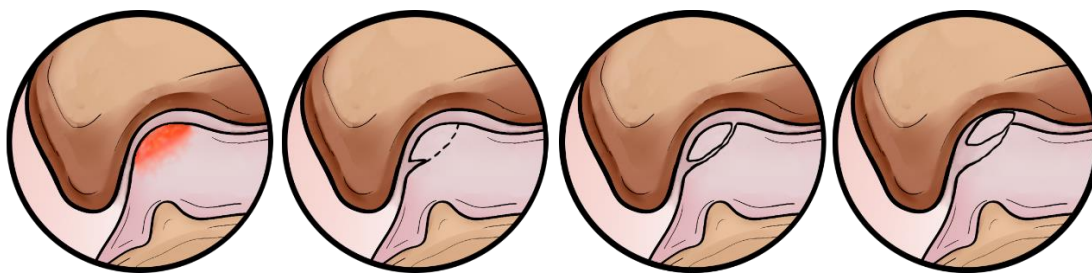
Рентгенографическая классификация (1959) Berndt A. и Harty M. (иллюстрация диссертанта).
